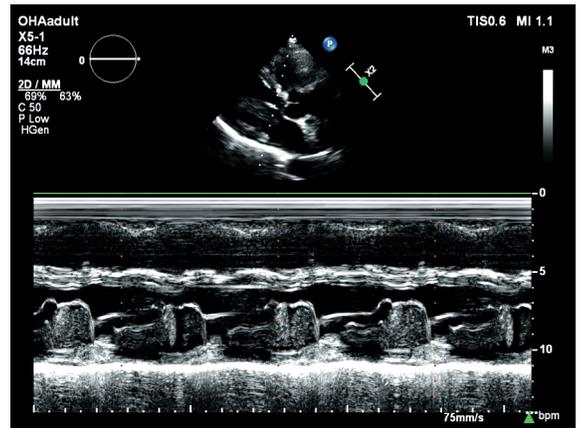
Эхокардиография, М-режим
